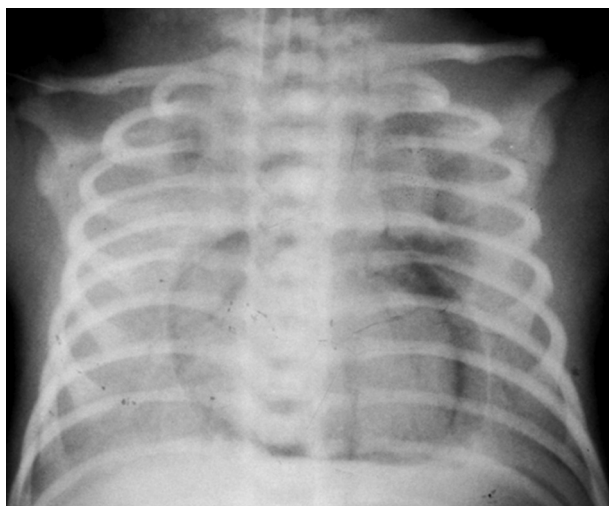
Оглядова рентгенограма ОГК недоношеної дитини (СГ 30 тижнів). Синдром витоку повітря в грудну клітку: поєднання лівобічного пневмотораксу, пневмомедіастинуму, емфіземи м'яких тканин
